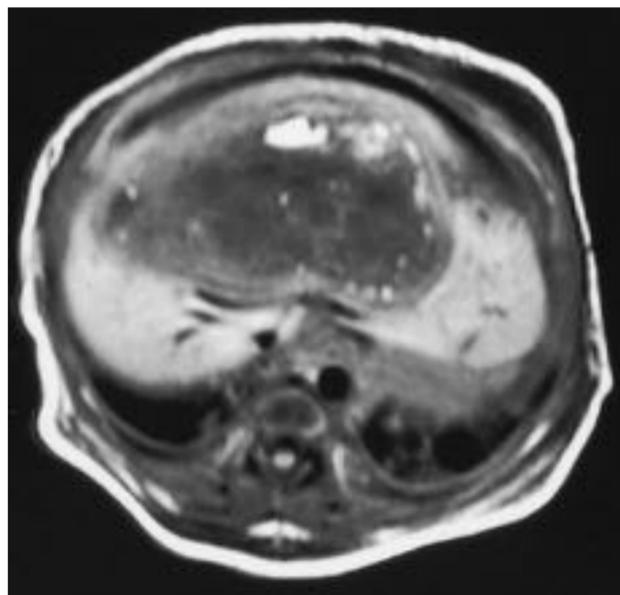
Corte axial de RM potenciada en T1 post-contraste. RN 16 ddv que presenta gran masa en LHI. La BAG demostró absceso hepático
